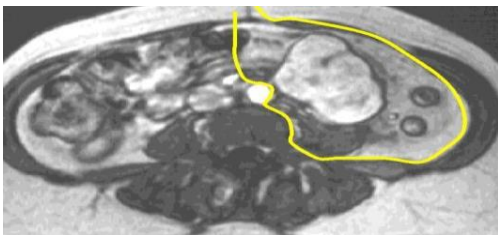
„MRT zur Ausdehnungsdiagnostik“ aus: [111]
